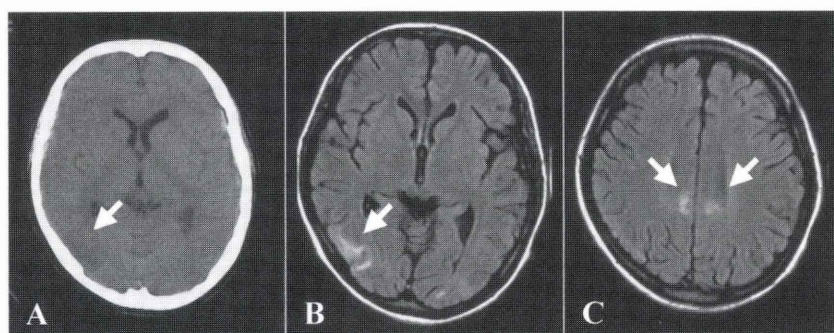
脳症発症時の頭部 CT および頭部 MRI
